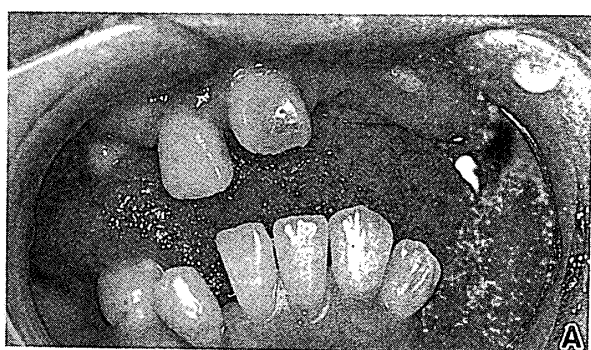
Cleidocranial dysostosis (47-year-old woman). Intraoral view (A) and panoramic radiograph (B). Numerous impacted permanent teeth in both maxilla and mandible.
